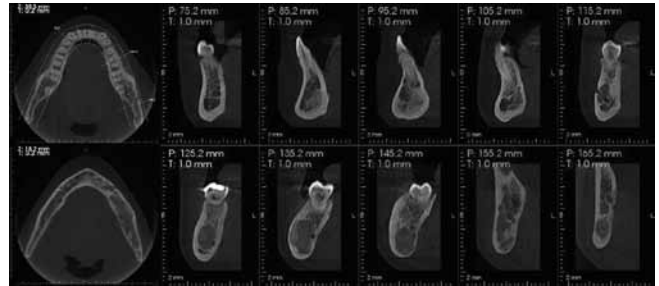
Cortes axiales (T: 0.2 mm) y transversales (T: 1.0 mm) de mandíbula en Tomografía Computarizada Cone-Beam.
